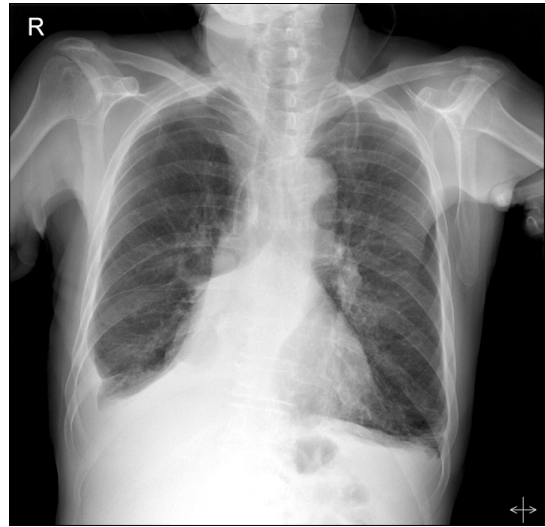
Chest X-ray showed a right pleural effusion with atelectasis in RLL and Chemopopt insert state via left internal jugular vein. RLL: right lower lobe.
